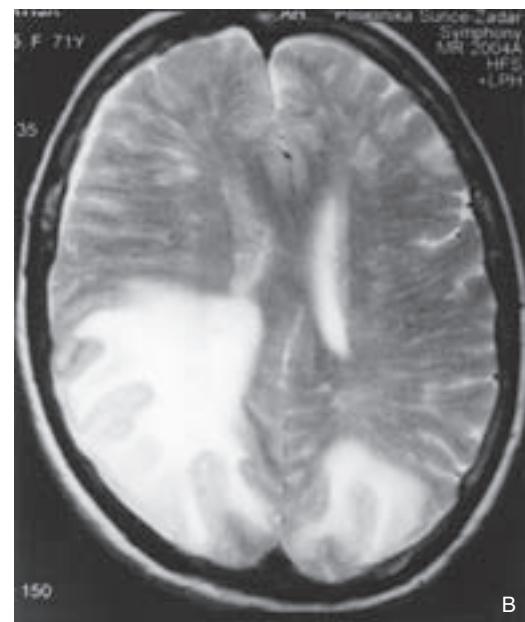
Brain MRI in 72-year-old woman performed in June 2007 reveals extensive white matter lesion in the right parietal and occipital lobe, splenium corpus callosum and left occipital lobe. A –sagittal MRI section, hyperintense lesion on T2-weighted image; B – transversal MRI section, hyperintense lesion on T2 – weighted image.
